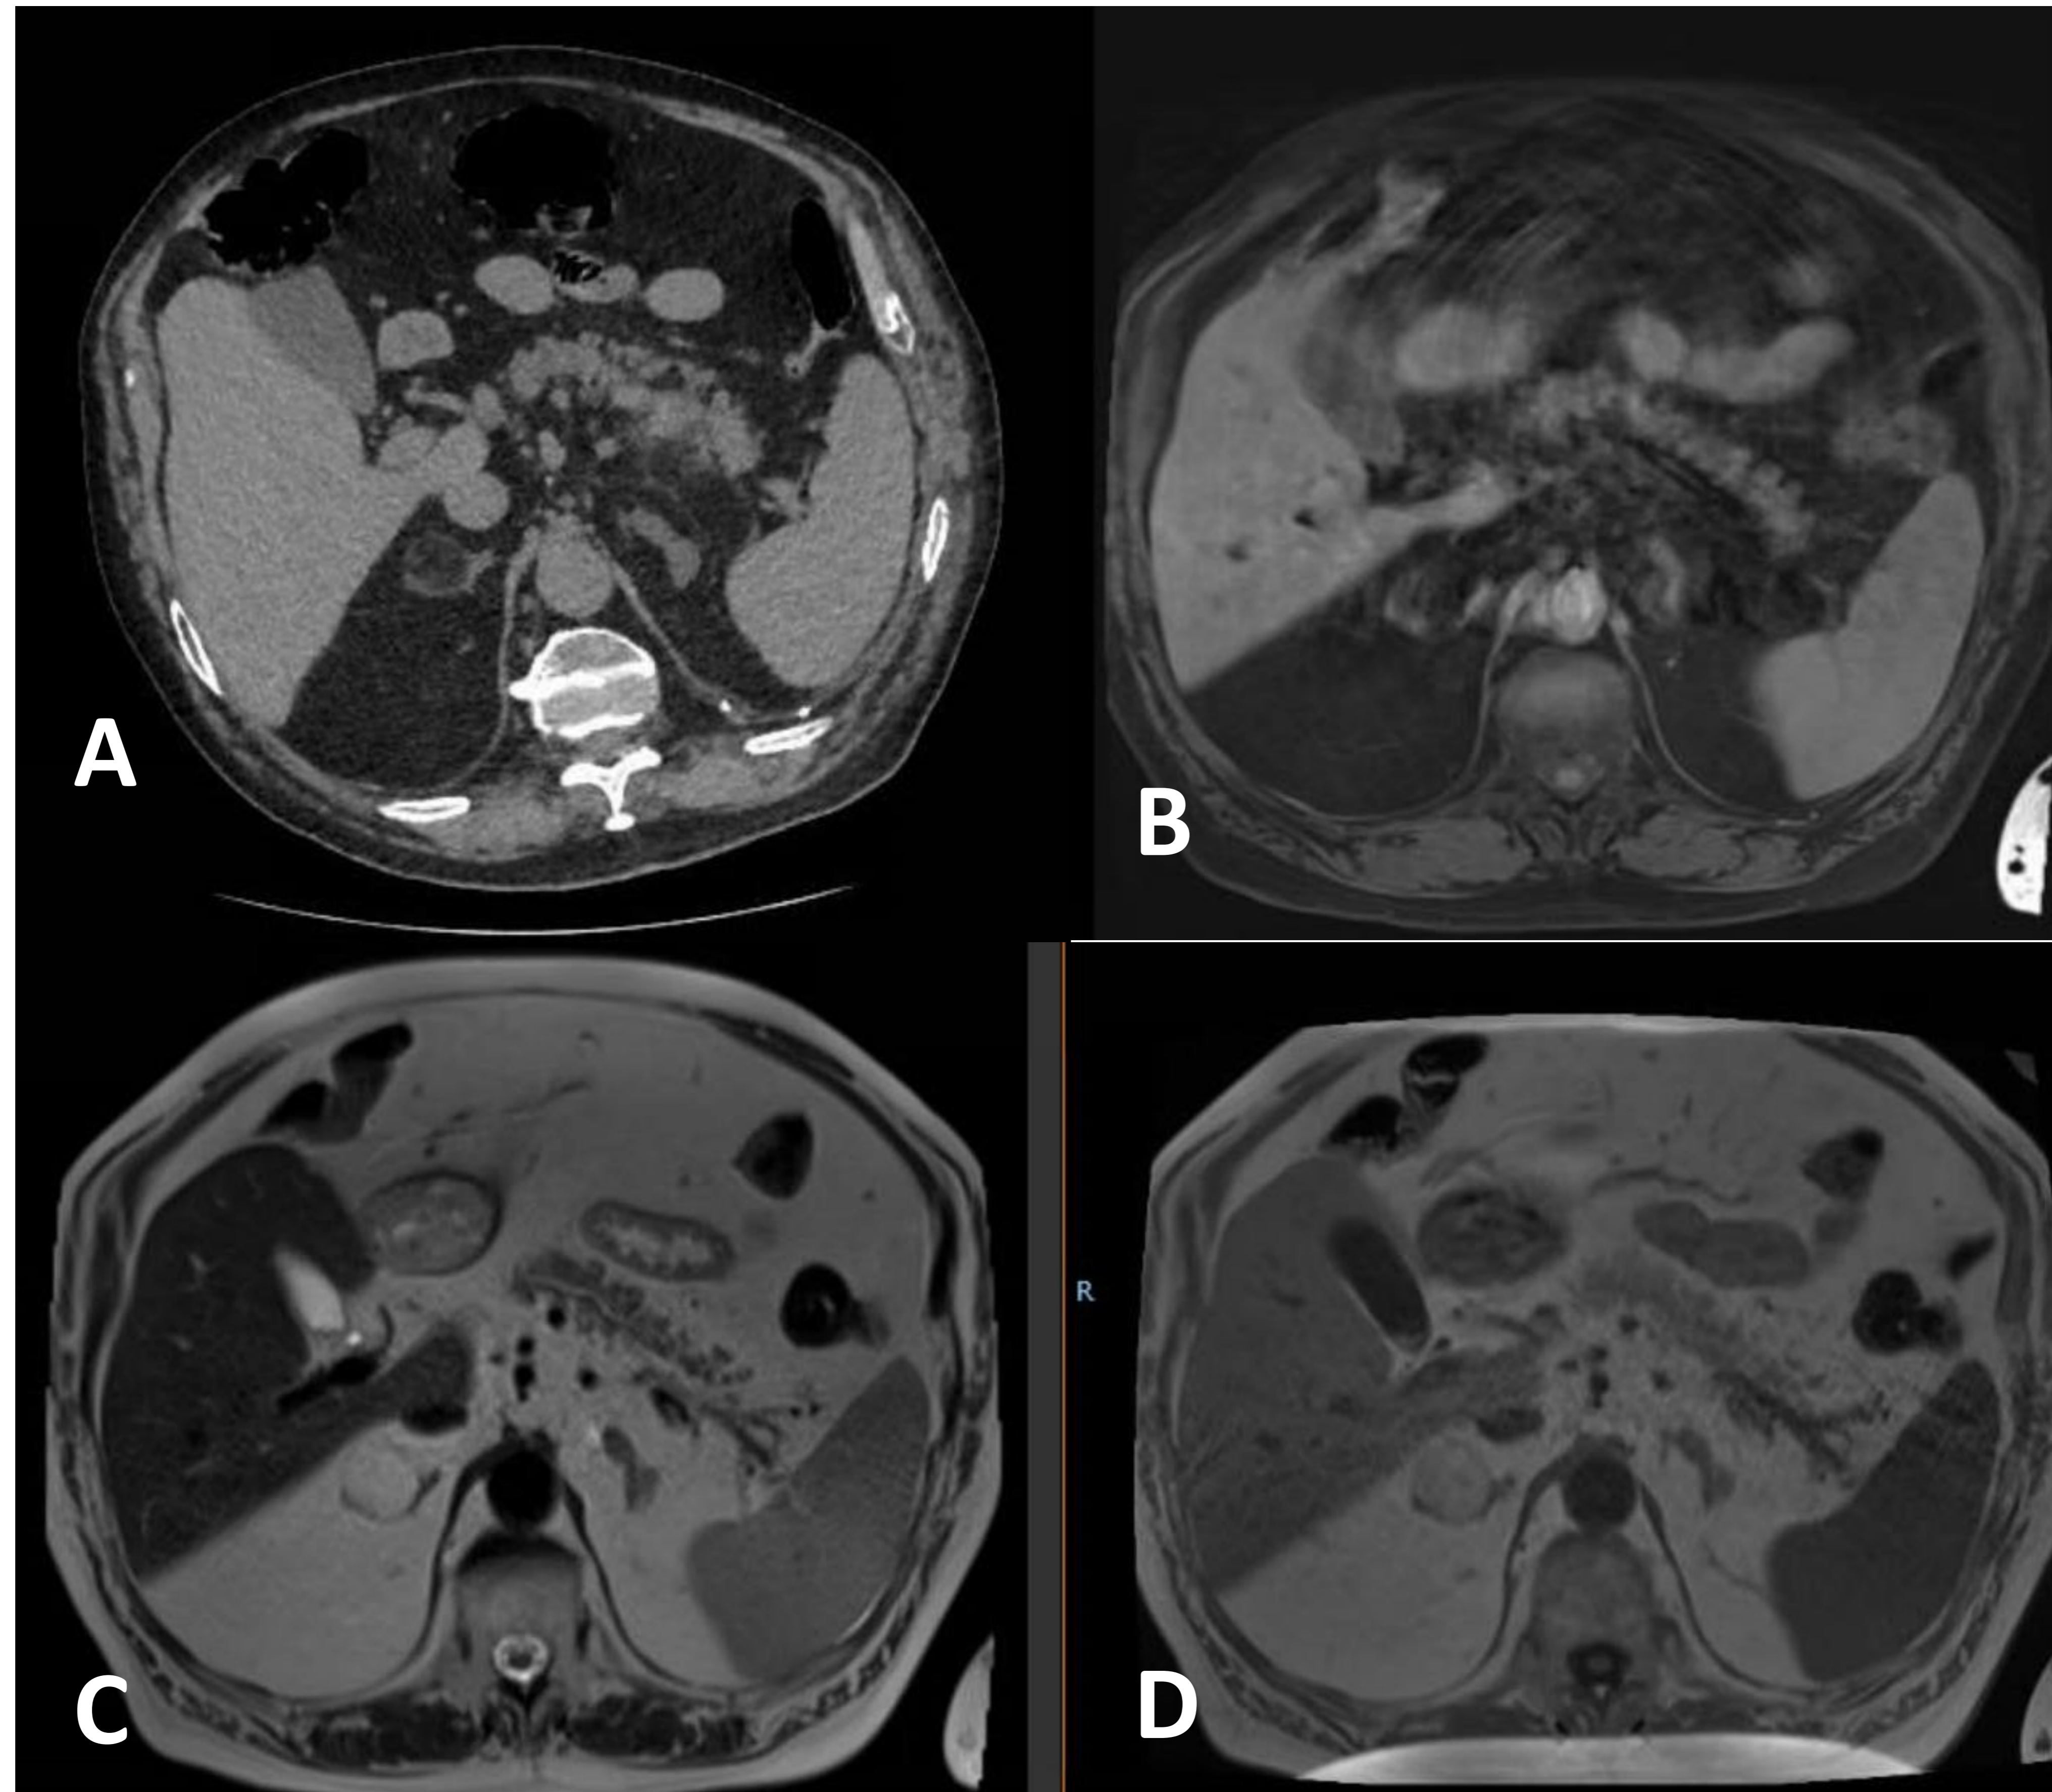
TC sin contraste iv y RM suprarrenal con desplazamiento químico. A) Lesión suprarrenal derecha de densidad grasa macroscópica. B) Secuencia con supresión grasa , C) T2 y D) T1, demostrando lesión con intensidad de señal similar a la grasa.
